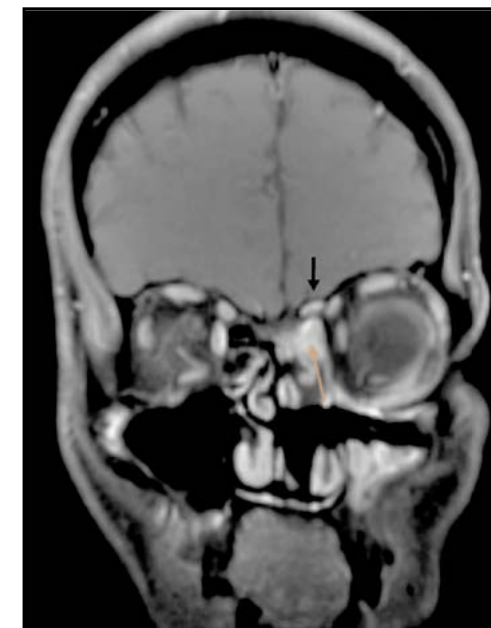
Imagen de RMN preoperatoria de estesioneuroblastoma (flecha) en íntimo contacto con el seno etmoidal.
